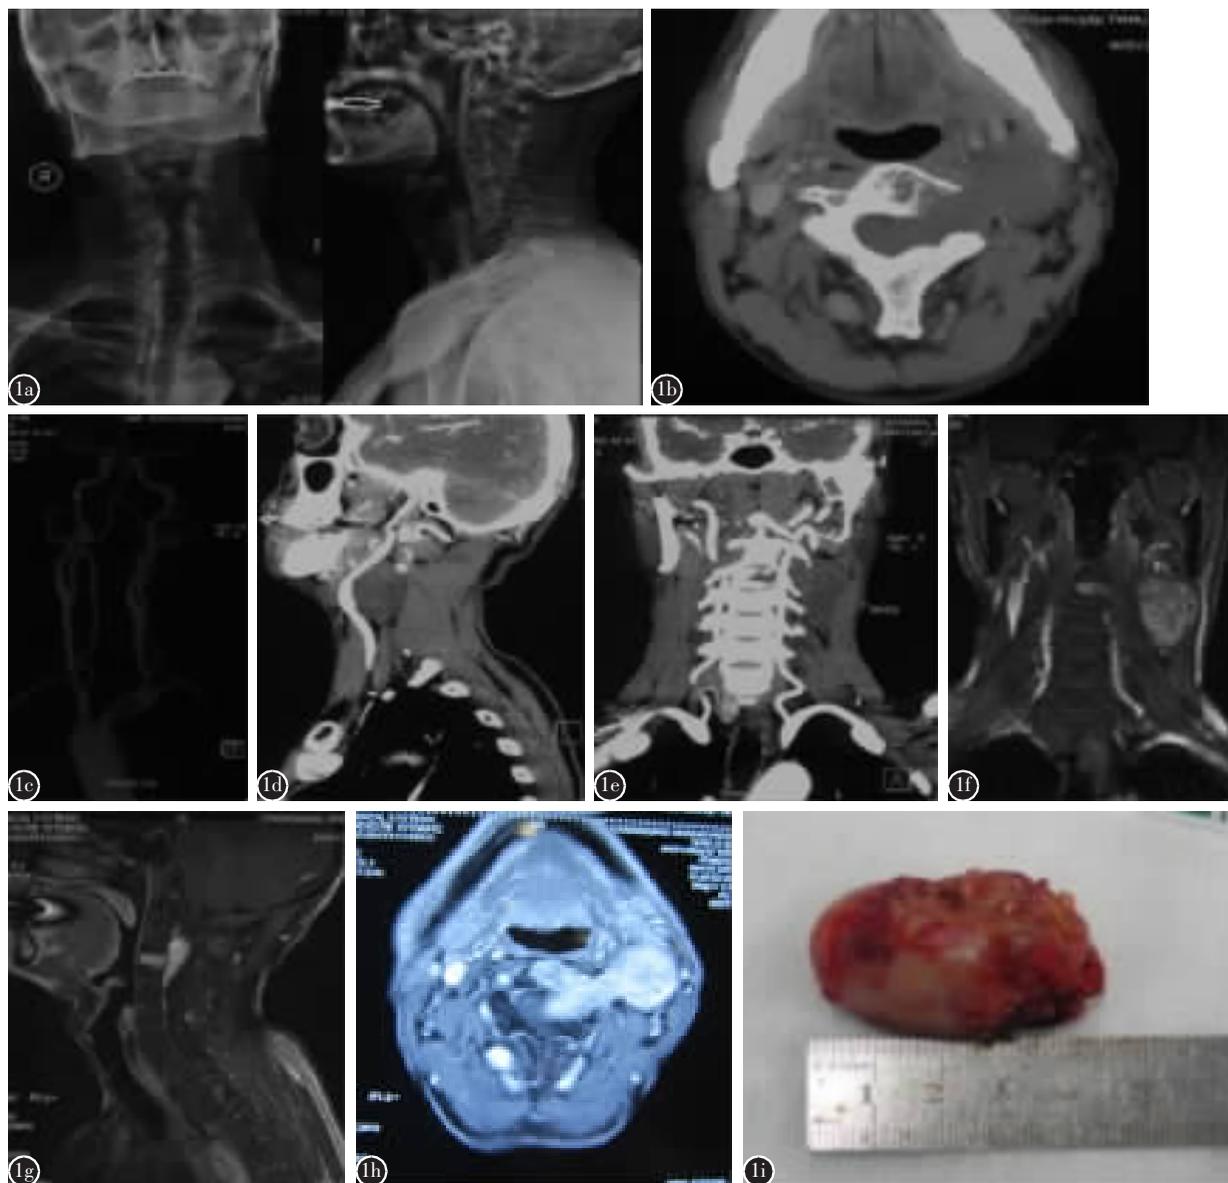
男性,65岁,C2/3哑铃形肿瘤 a 术前X线片示左侧C2/3椎间孔扩大 b 术前CT示C2/3椎体左侧巨大占位伴C3椎体骨质破坏 c-e 术前颈部动脉造影及CTA示椎动脉无变异,肿瘤将椎动脉挤压前移 f-h 术前MRI示C2/3椎体哑铃形肿瘤伴脊髓受压,Toyama分型为VI型 i 完整切除的椎管外瘤体
